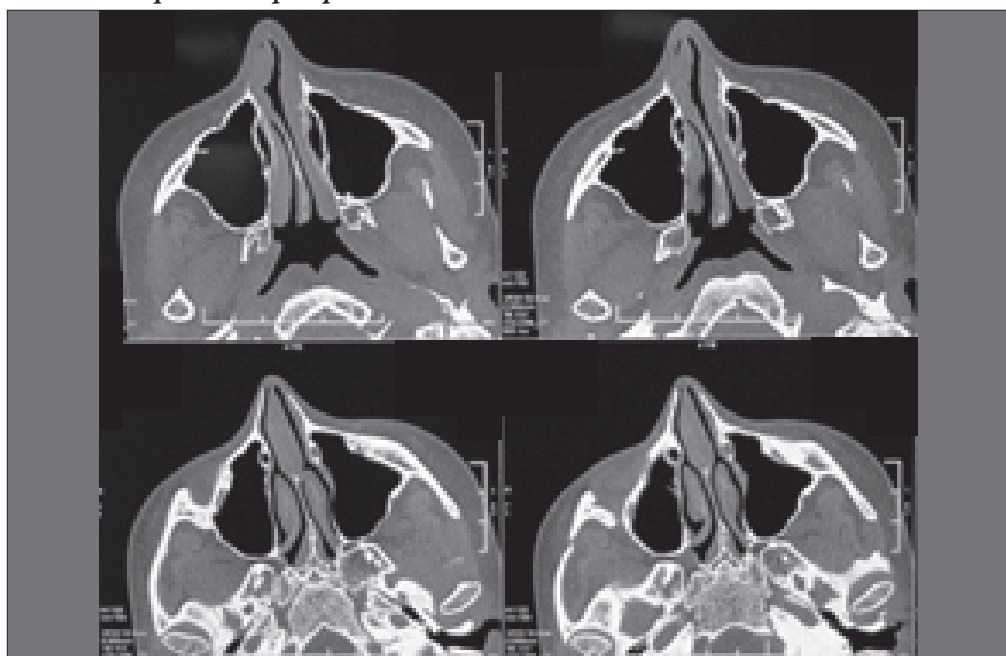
КТ ОНП, аксиальная проекция: посттравматическая ППН 1,4 см в сочетании с синехиями полости носа
